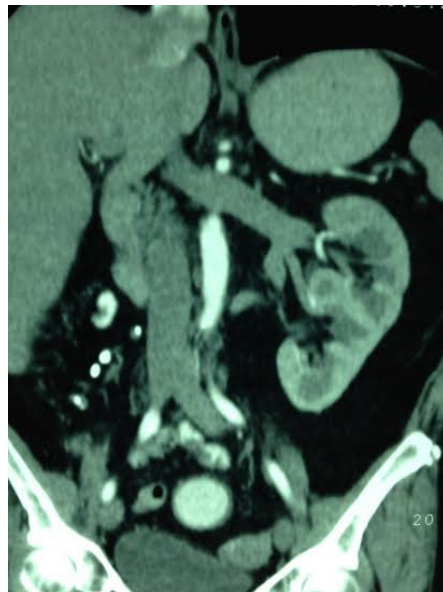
TAC contrastada en fase venosa, mostrando riñón discoide compartiendo una sola vena renal.
